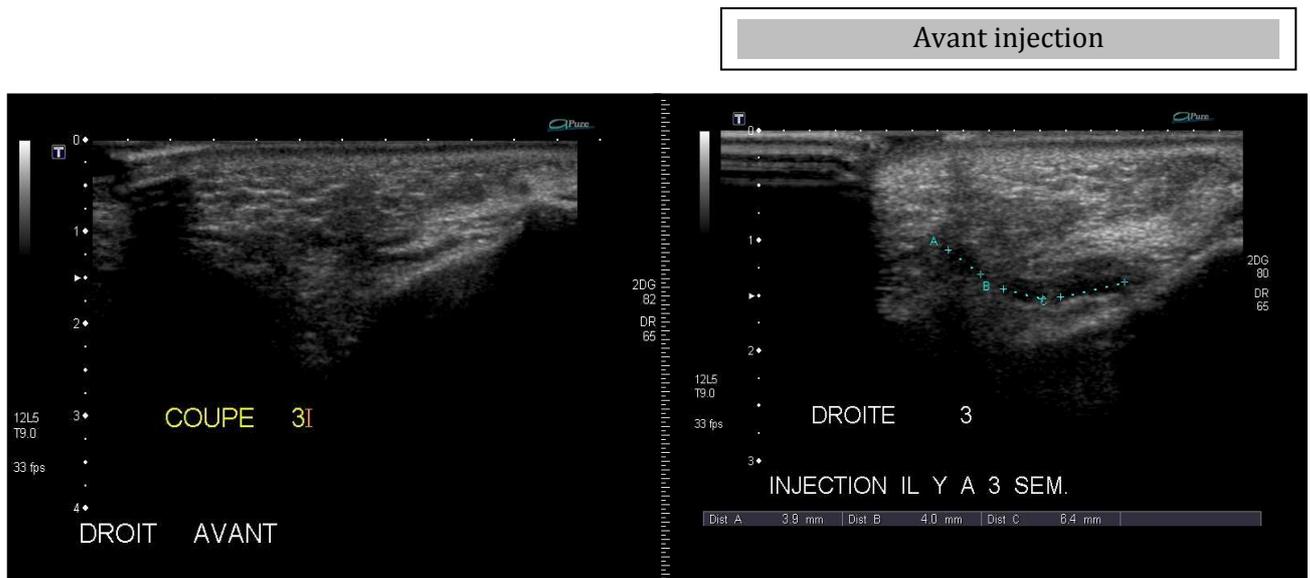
Deux échographies pour la même patiente : échographie avant et 3 semaines après l'injection de Voluma en 4 points séparés. Coupe 3. On distingue nettement sur cette coupe 3 zones hypoéchogènes au contact de l'os.
